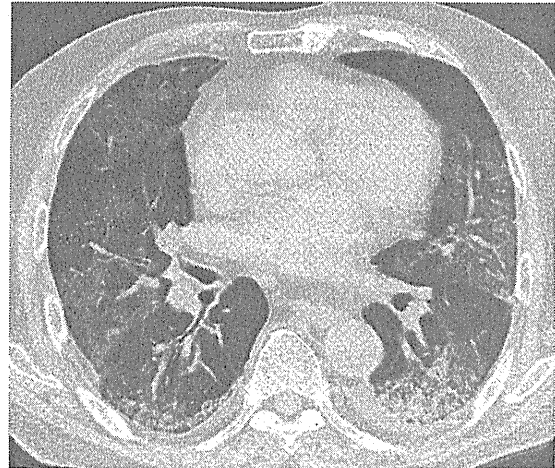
Chest CT of case 4 exacerbation (hospital day 7) showing bilateral patchy opacity.
